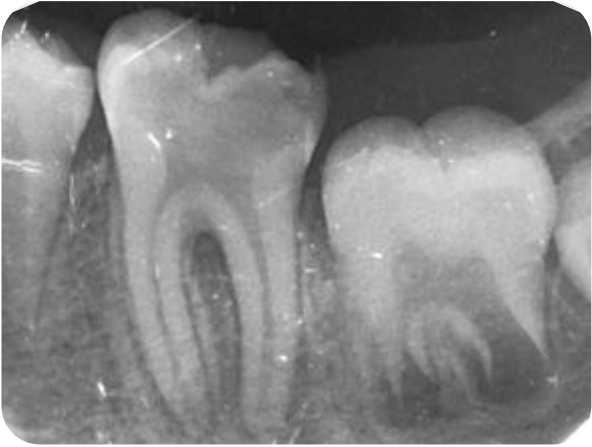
Radiografía inicial (fuente propia).
